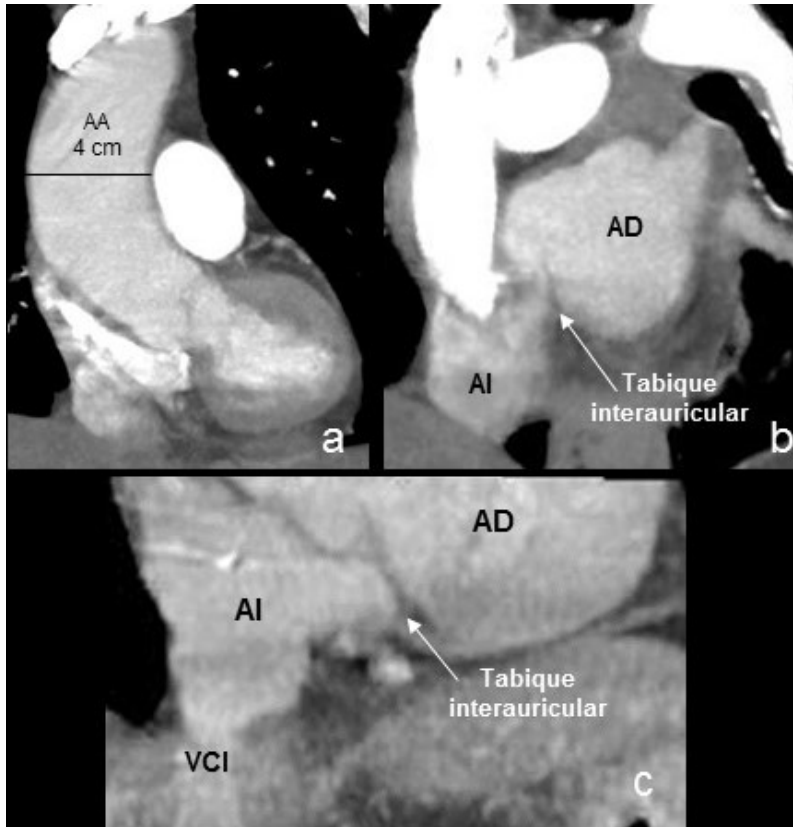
TC torácico en fase arterial (a y b) y venosa (c). Aneurisma de la aorta ascendente (AA) (a). Tabique interauricular laxo y horizontalizado (b y c). AI: aurícula izquierda, AD: aurícula derecha, VCI: vena cava inferior, AA: aorta ascendente.
